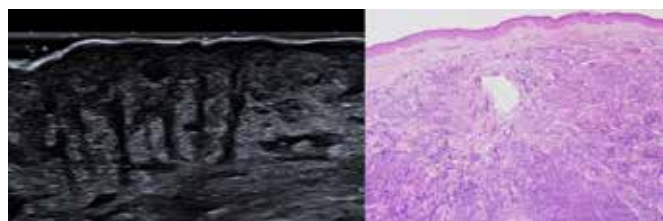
correlação entre a ultrassonografia e a histopatologia. Em ambas, é possível observar a epiderme intacta e uma zona de derme não acometida entre a epiderme e o tumor (Zona Grenz).
